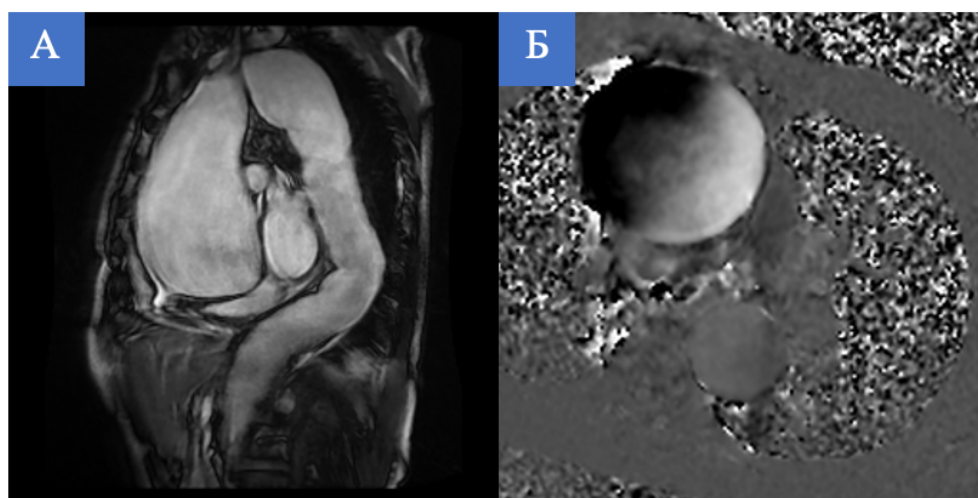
Магнитно-резонансная томография аорты. А - последовательность градиентное эхо, сагиттальное изображение аорты. Б – фазово-контрастное изображение, аксиальное изображение восходящей и нисходящей аорты
